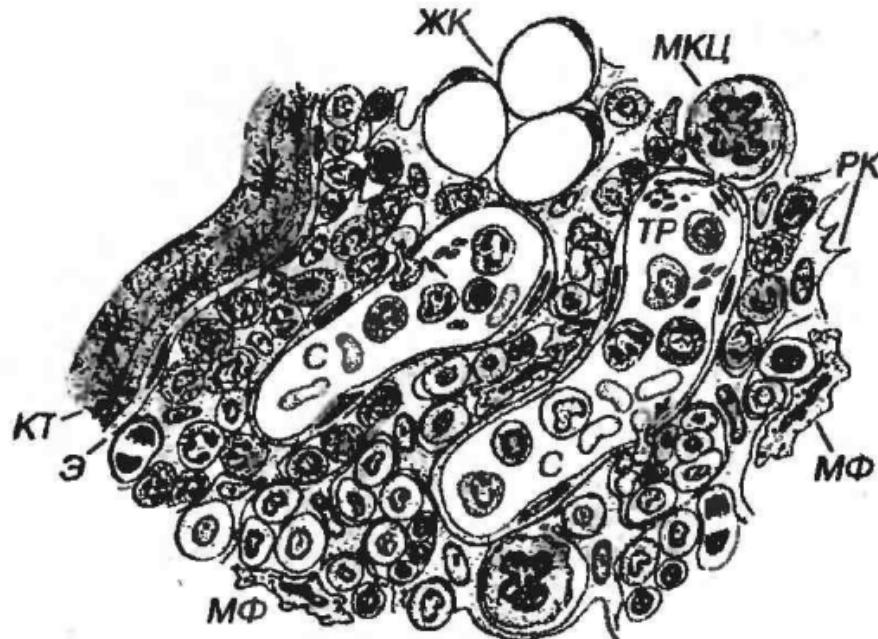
Красный костный мозг. КТ - костная ткань, Э - эндост, ЖК - жировые клетки, МФ - макрофаги, С - синусы, МКЦ - мегакариоцит. Стрелками показаны форменные элементы, мигрирующие в просвет синуса, двойными стрелками - формирование тромбоцитов (TP) при фрагментации отростков мегакариоцитов.
